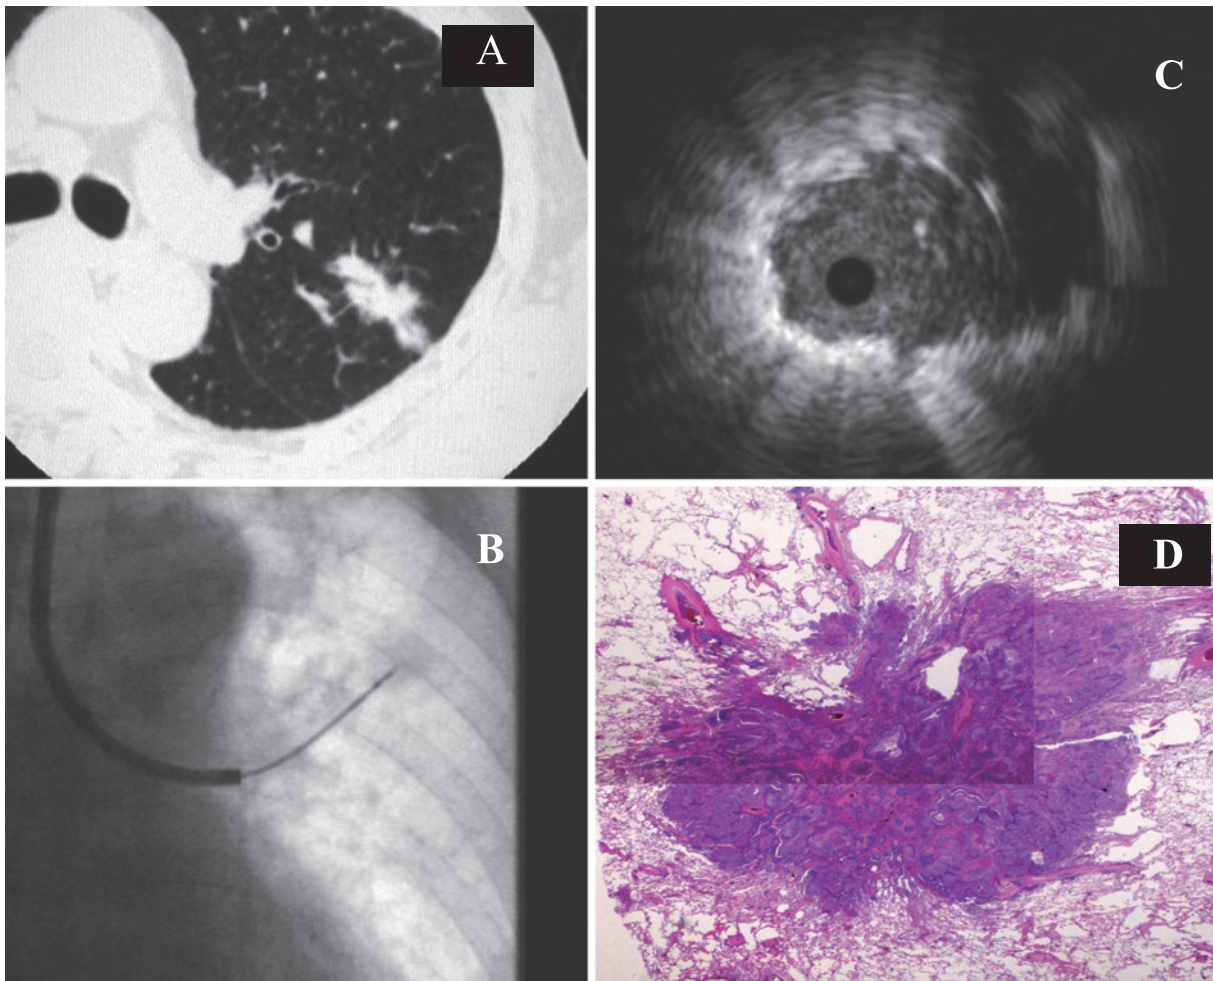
A representative peripheral lesion (squamous cell carcinoma). A: CT. B: EBUS under fluoroscopy. C: EBUS. D: pathology.
